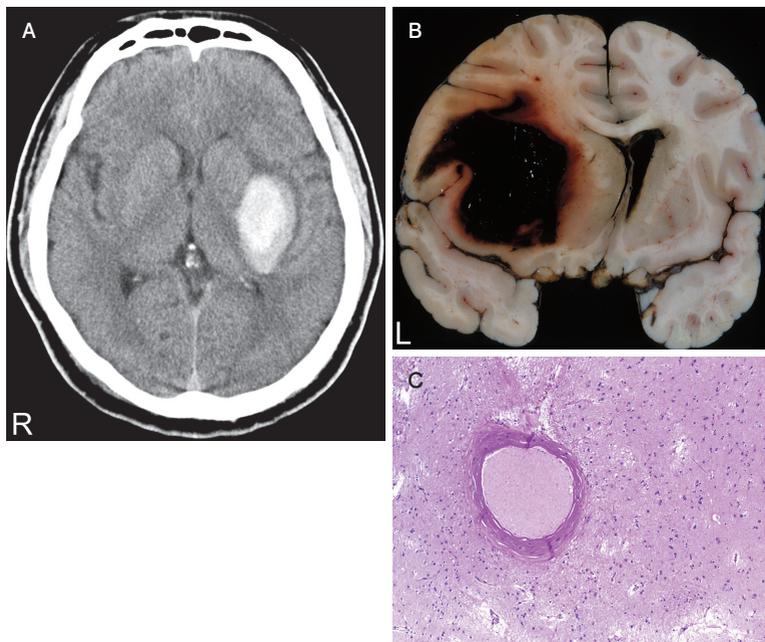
■ 高血圧性脳出血における頭部 CT (A) と剖検脳の肉眼写真 (B), 細動脈硬化の組織写真 (C)
